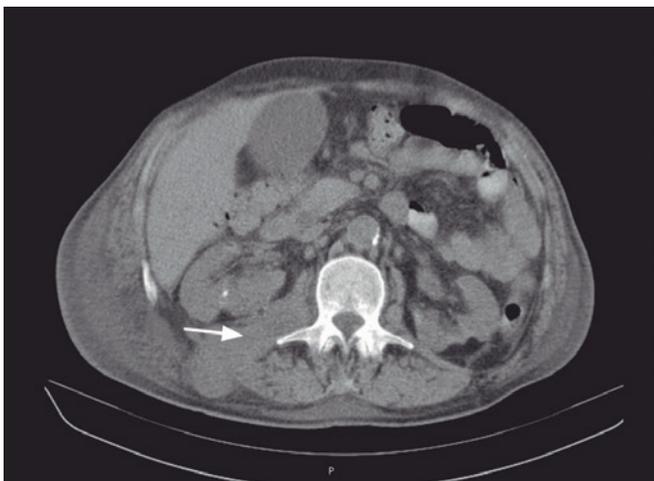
Tomografia computadorizada de abdômen evidenciando abscesso do psoas.
